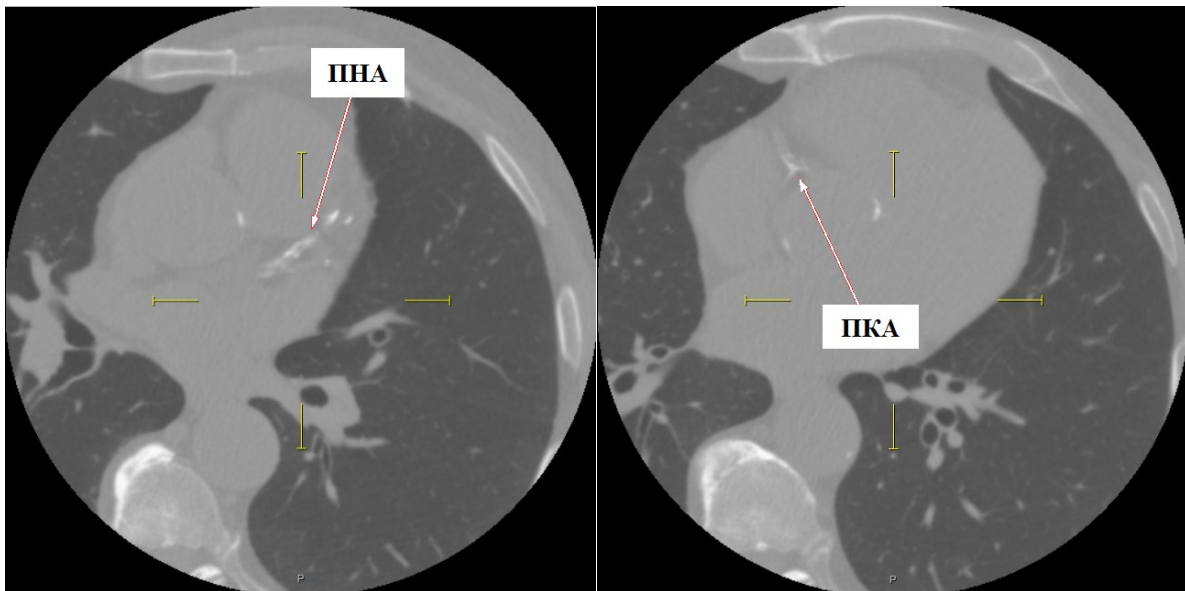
КТ-изображения в формате DICOM. Нативные (без контраста) изображения. Визуализируется выраженный кальциноз.
